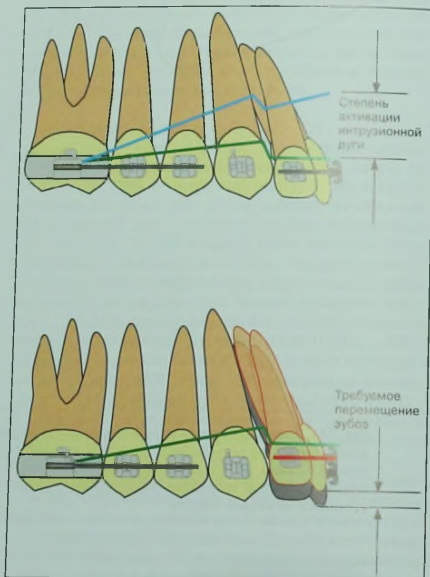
А и В. Степень активации интрузионных дуг превышает необходимую для перемещения зубов. За счет этого благодаря уменьшению соотношения нагрузки—деформации и величины сила становится более постоянной.
